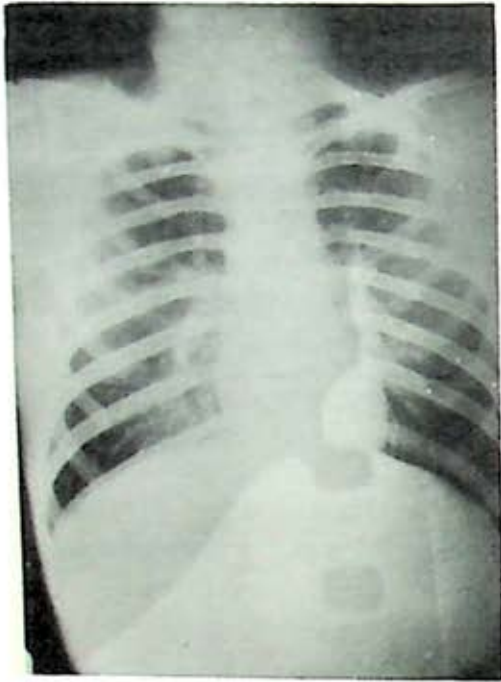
Coccidioidomicosis. J.G.A. caso No. 2 - Telerradiografía de tórax P. A. opacidad discreta apenas perceptible en vértice derecho.
